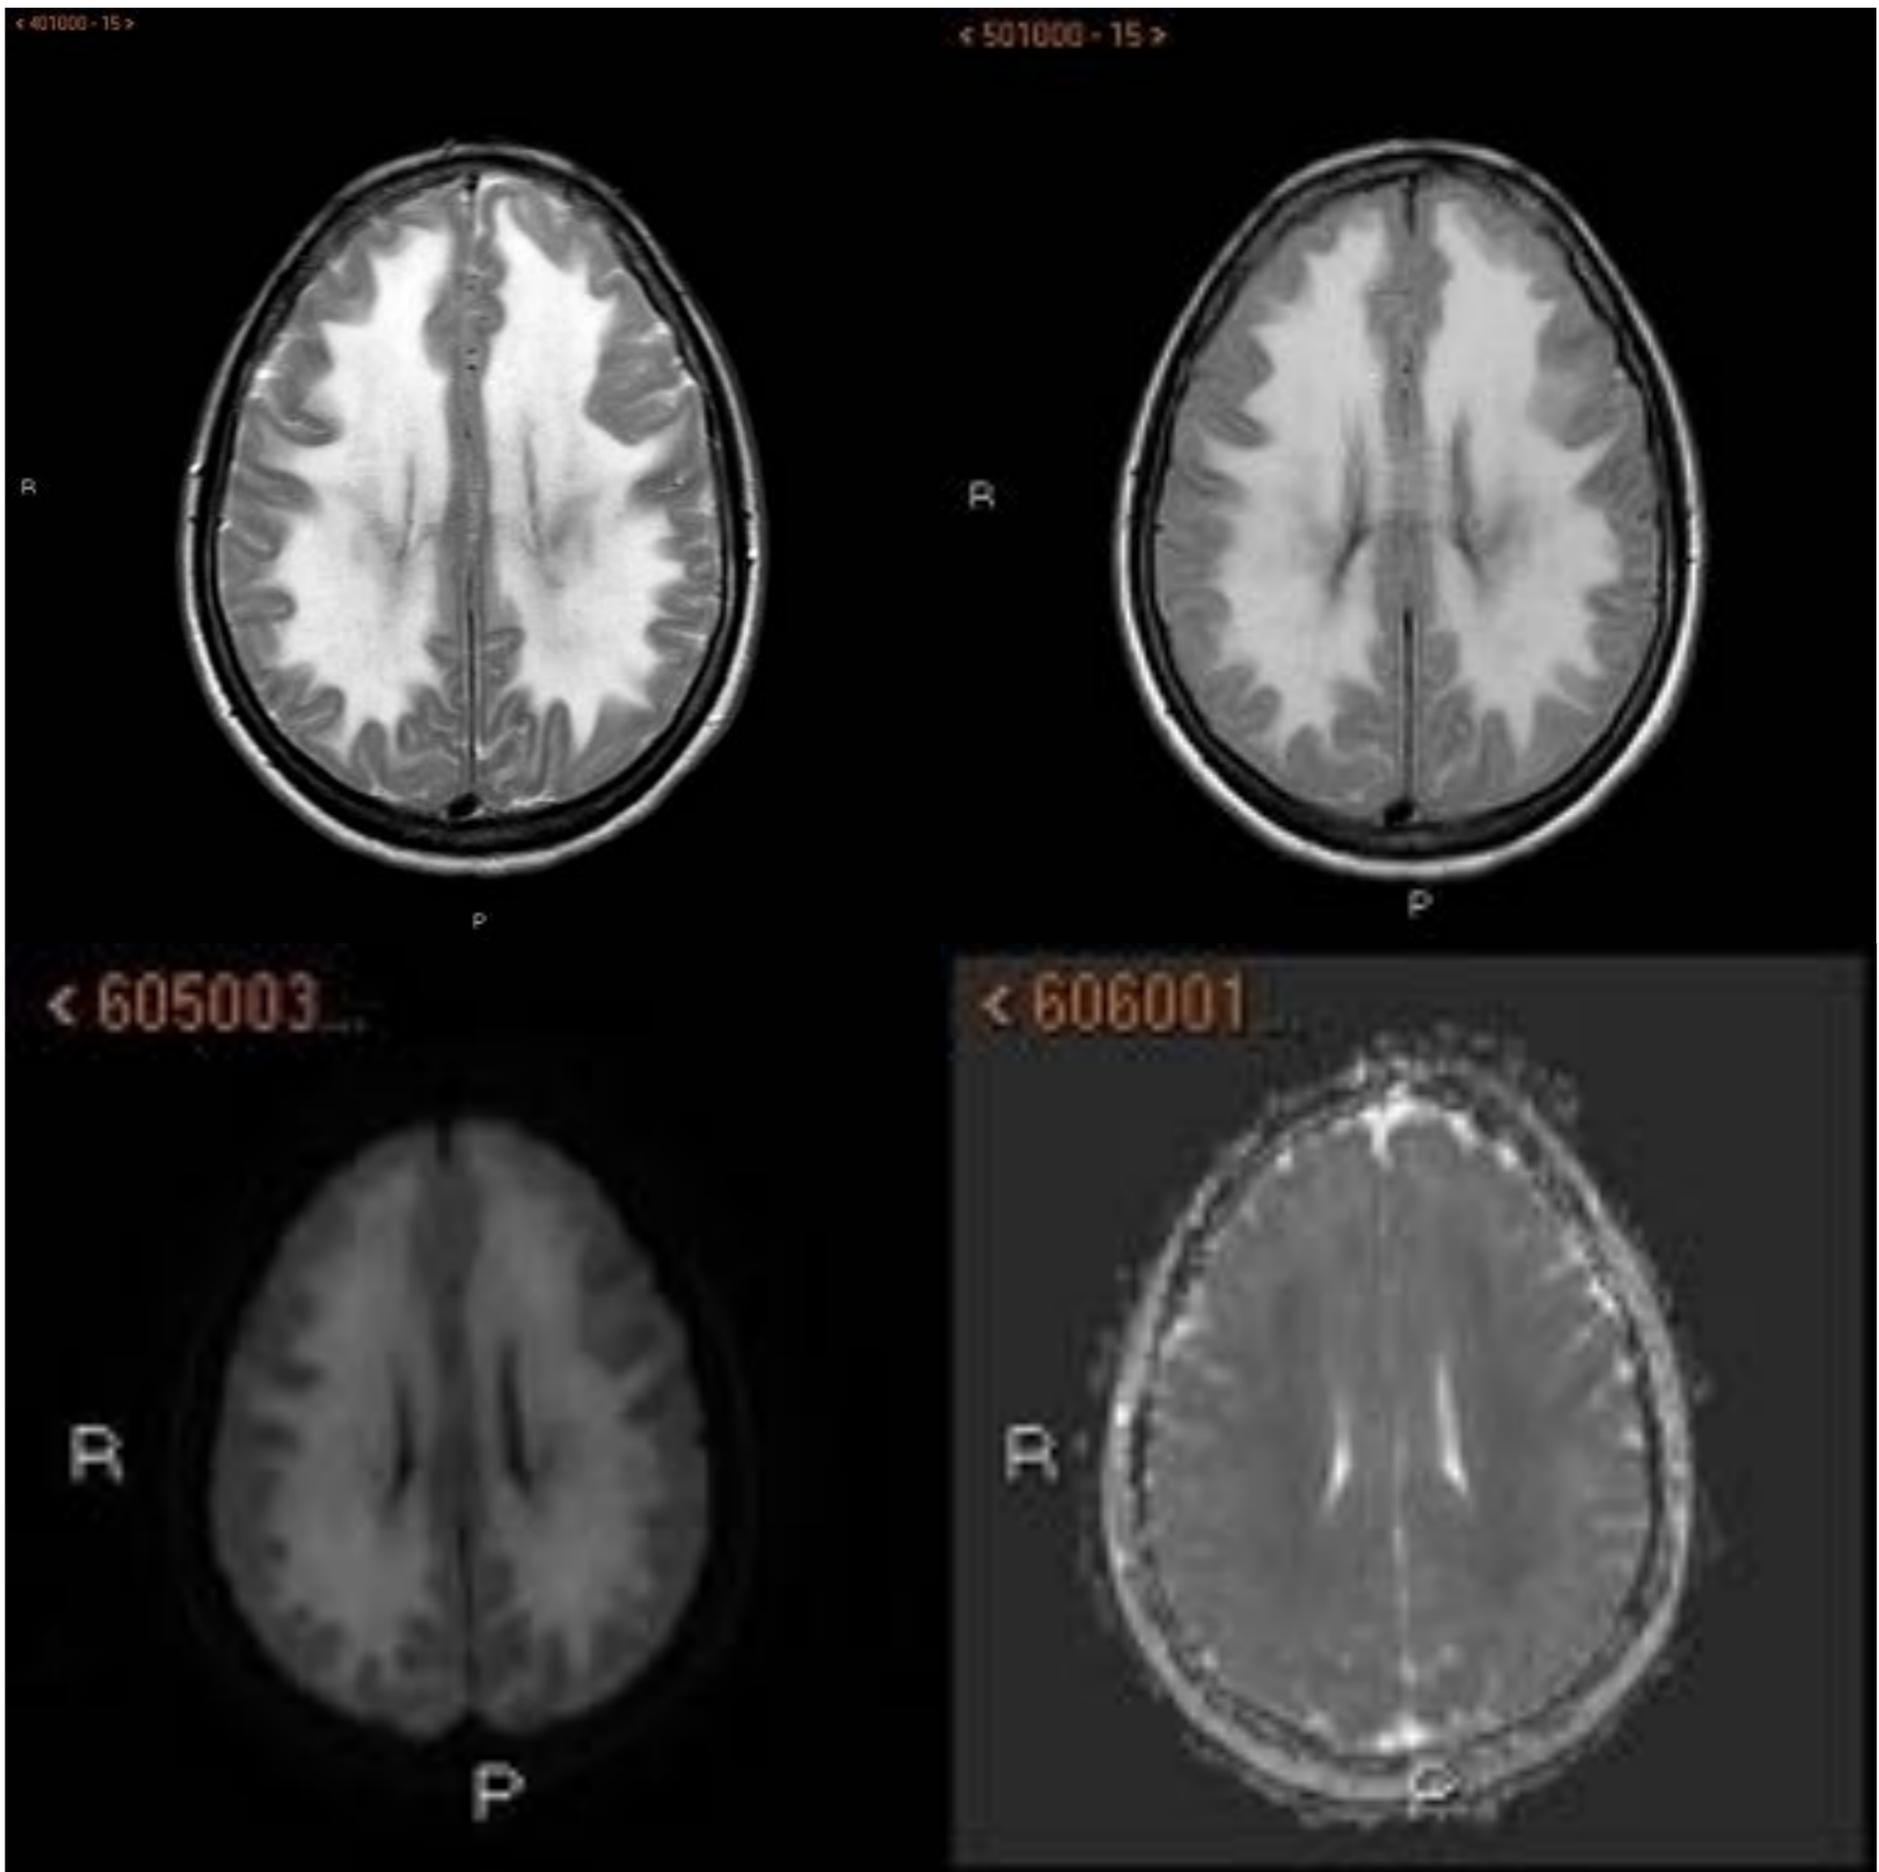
Imágenes de RM en paciente de 59 años con antecedentes de intoxicación por CO, en incidencia axial ponderadas en T2, FLAIR y secuencia de difusión, en las que llama la atención una extensa afectación difusa de toda la sustancia blanca profunda supratentorial de centros semiovais y corona radiada, de manera bilateral y simétrica, que se traduce en restricción en el mapa de ADC.
